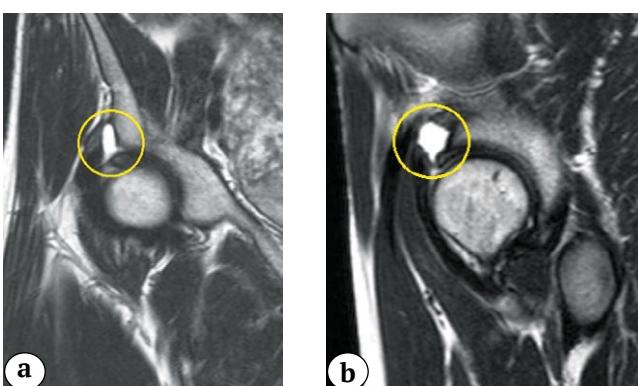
Предоперационные МРТ:
